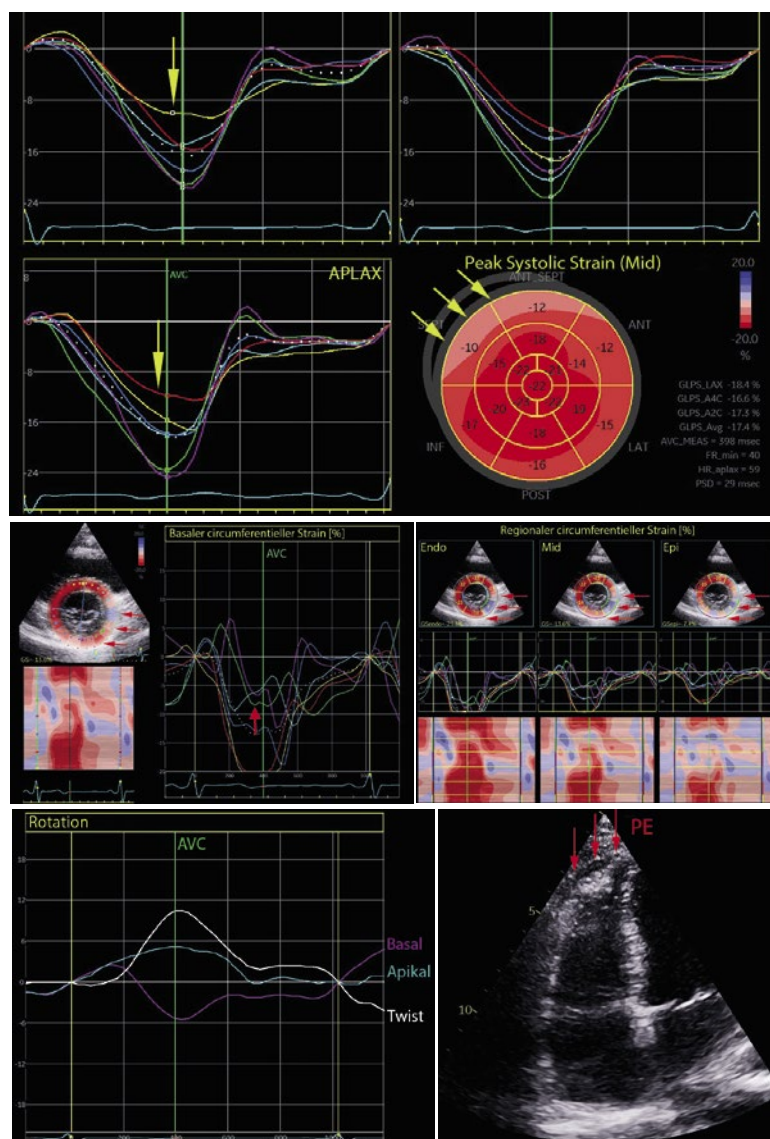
Echokardiografie einer 48-jährigen COVID-19-Patientin. Im Rahmen einer myokardialen COVID-19-Beteiligung können Veränderungen der myokardialen Verformung (Strain) und der myokardialen Rotation (Twist) sowie indirekte Perimyokarditiszeichen, wie z. B. ein Perikarderguss, nachgewiesen werden.
